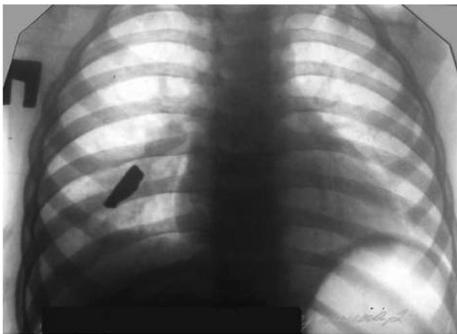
Больная Д., 3 года. Огнестрельное проникающее слепое осколочное ранение груди справа, рентгенограмма — прямая проекция
